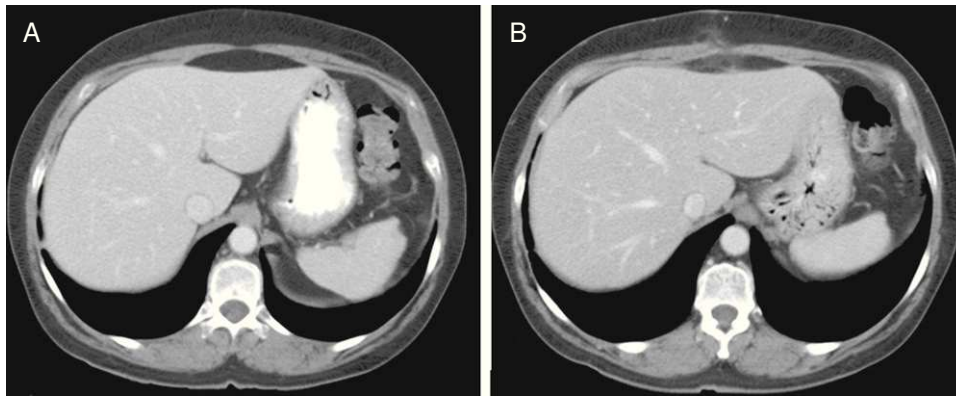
A: imagen de TAC antes de la neoadyuvancia y de la cirugía rectal. B: imagen de control tras la cirugía indicada por sospecha de metástasis hepáticas, donde no se ven las imágenes hipodensas triangulares.
